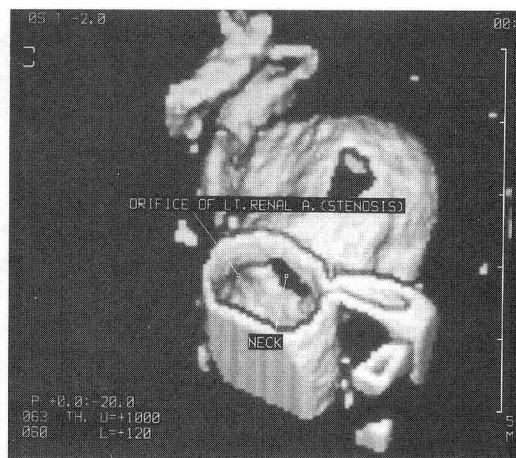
b 腹部大動脈瘤の交通部ヘリカルCT三次元画像
